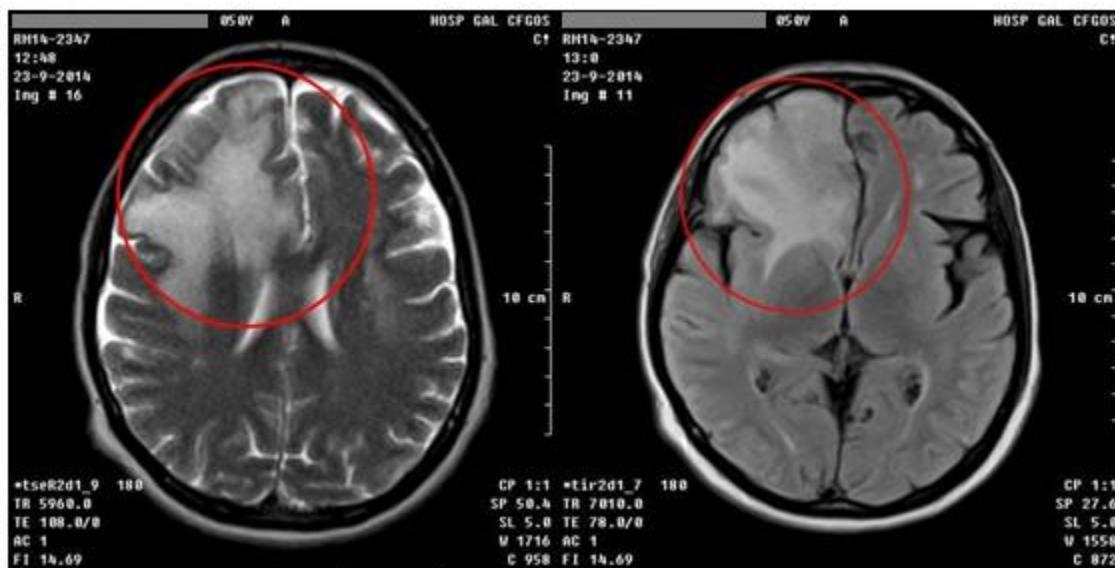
Resonancia magnética nuclear al diagnóstico.
